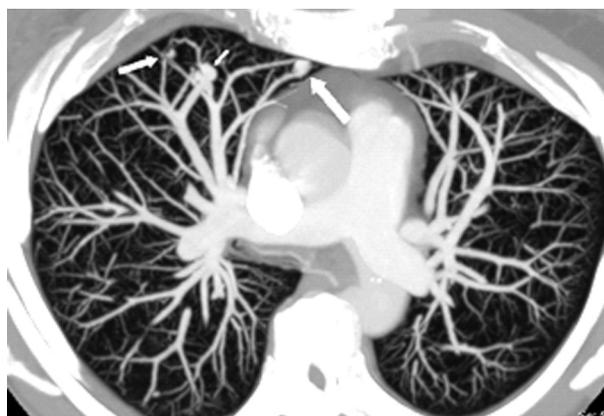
Angiotomografía multislice de tórax mostrando múltiples fistulas arteriovenosas pulmonares simples y complejas. (Las flechas señalan las fistulas y los sacos aneurismáticos)
